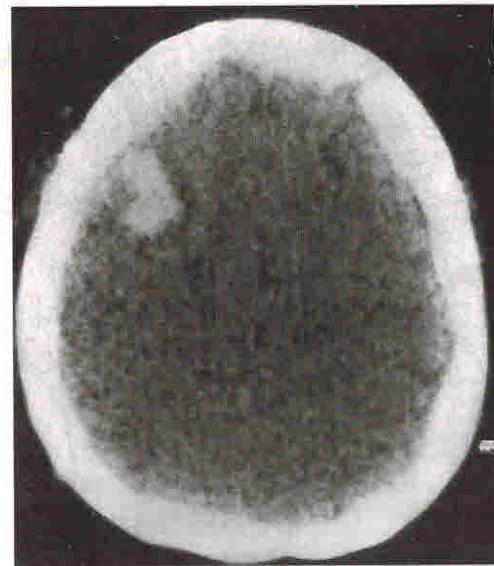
Компьютерная томограмма. Очаг геморрагического пропитывания в правой лобной доле при касательном ранении.
